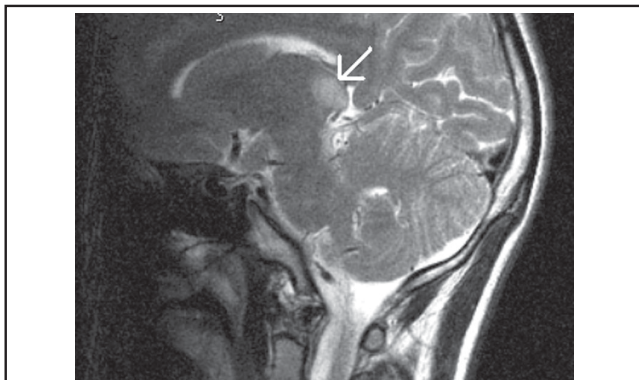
IRM encéphalique - t 2 sagittale : hypersignal thalamique droit.
